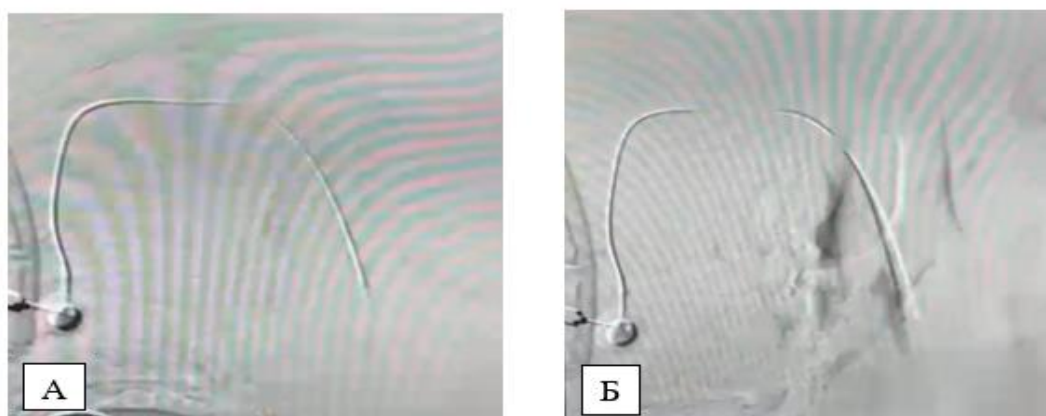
КТ ангиография имплантации порт венозной системы
